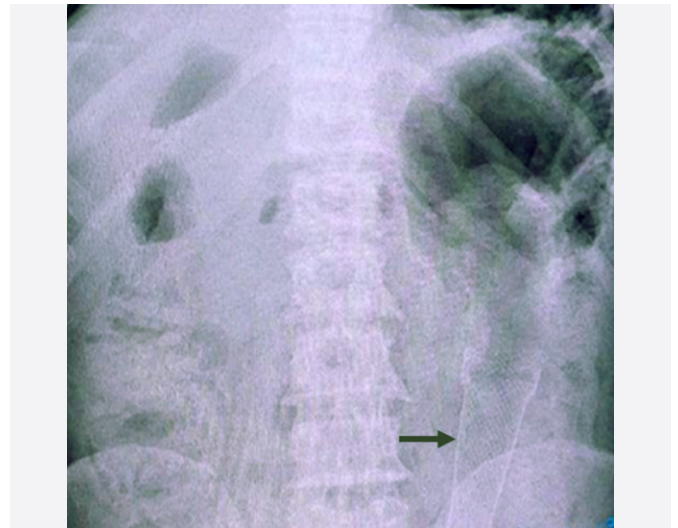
Рентгенограмма органов брюшной полости через 24 ч после стентирования
